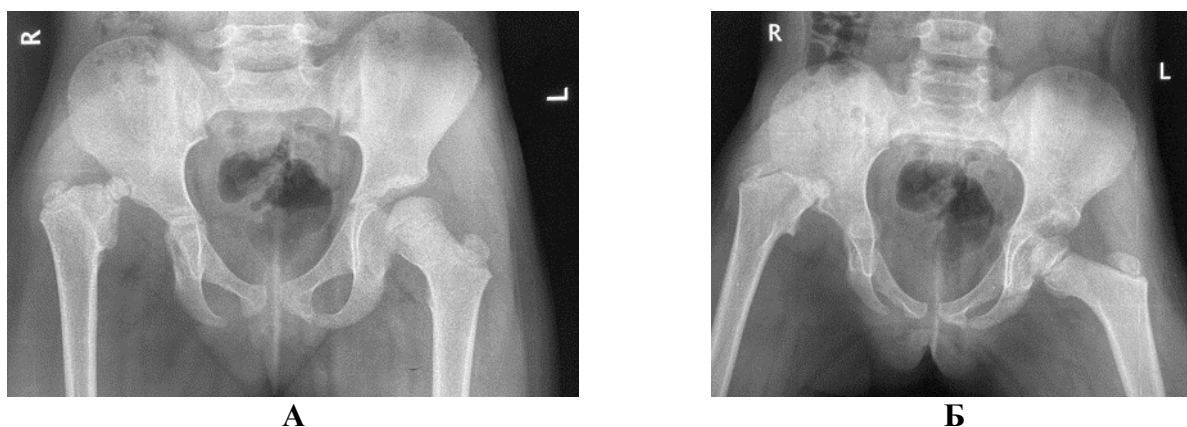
Пациентка Б. Рентгенограммы тазобедренных суставов в прямой проекции (А) и в положении внутренней ротации с отведением (Б)
